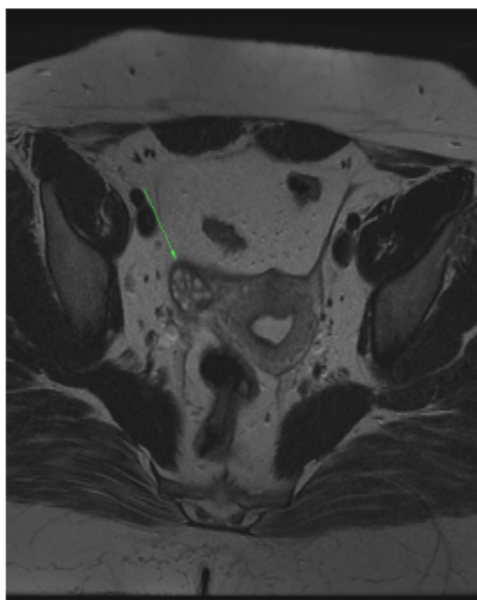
Axial T2-weighted spin-echo image demonstrates a right normal ovary (green arrow) with ovarian follicles, ADNEX MR score 1
